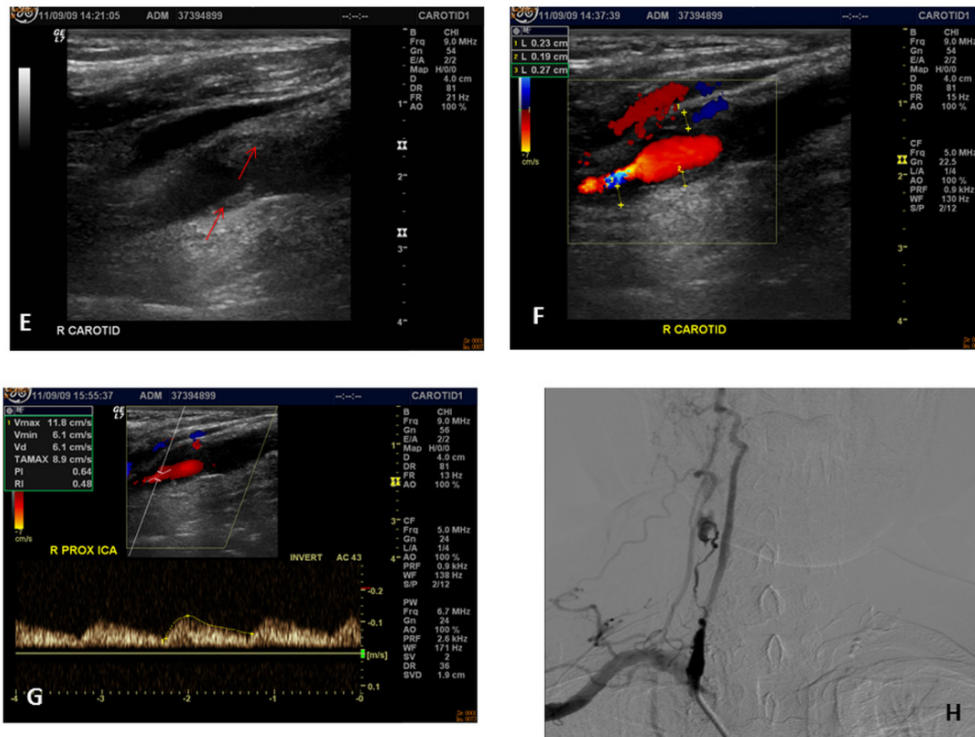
圖 A~H：右側頸動脈超音波發現：A: B-mode 廣泛的粥狀硬化斑塊(紅色箭頭)，斑塊內相對較為低回聲影像(hypoechoogenicity) 在 far field 並有些鈣化及 ulceration；B: Color-flow image 看到 CCA 血管管徑僅剩無幾；C: Doppler flow velocity：顯示血流速度明顯增加 (202/56 cm/sec)；而在 D 病灶遠端呈現典型的狹窄後鈍波 (blunted waveform)
